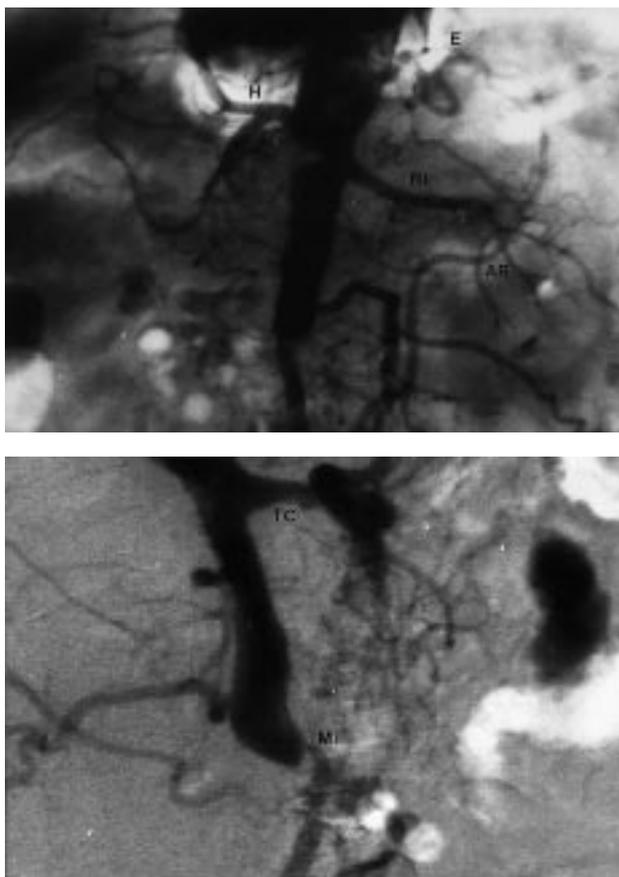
A) Aortografía abdominal en proyección anteroposterior. Obstrucción de la aorta abdominal distal a la altura de la bifurcación de las ilíacas y de la arteria renal derecha con placa de ateroma aórtico. Visualización de la arcada de Rioloano a través de la esplénica. B) Proyección lateral. Obstrucción de la arteria mesentérica superior a nivel del ostium. Estenosis ateromatosa moderada del tronco celíaco y de la mesentérica inferior. Abreviaturas = tronco celíaco: TC; arteria mesentérica inferior: MI; arteria hepática: H; arteria esplénica: E; arteria renal izquierda: RI; arco de Rioloano: AR.
